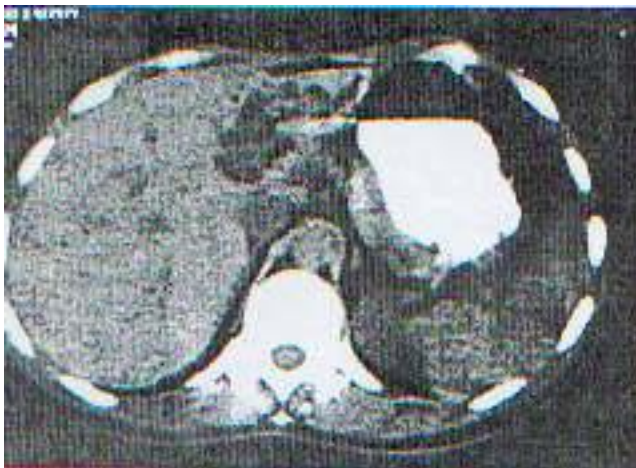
TAC: Dilatación quística y litiasis en lóbulo izquierdo
